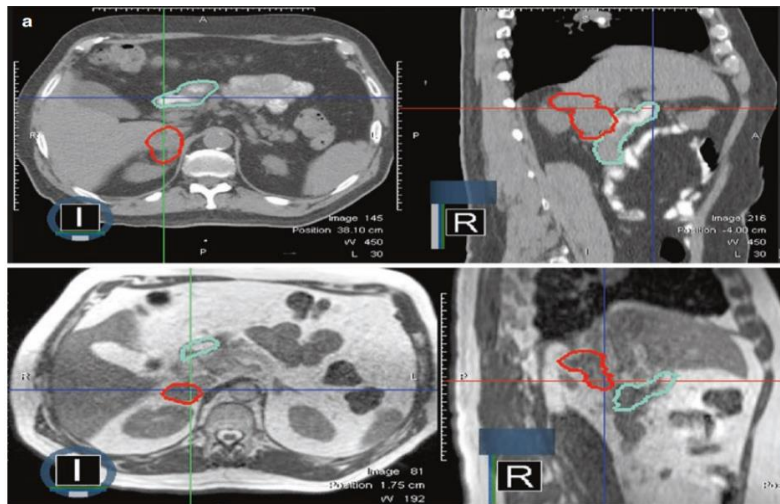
Usporedba plana rađenog prema slikama dobivenim na CT-Simulaciji i plana prilikom prve frakcije na ViewRayu
